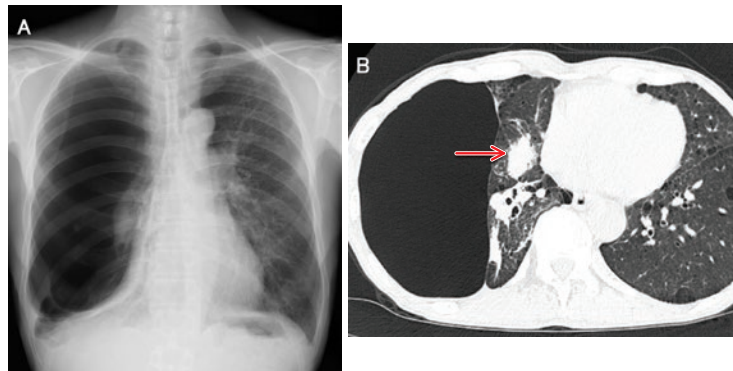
(A) 胸部X線写真. 右肺に巨大気腫性ブラを認める. (B) 胸部CT. 右肺中葉に29×18 mmの結節影を認める(矢印).
